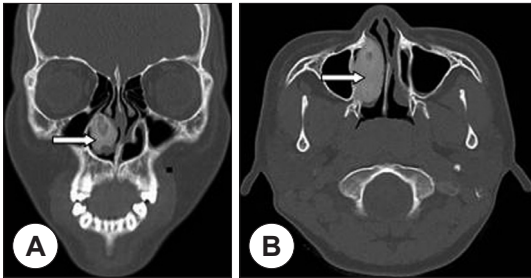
Paranasal sinus CT scan with coronal (A) and axial (B) images show ground-glass appearance of right inferior turbinate (arrow).
